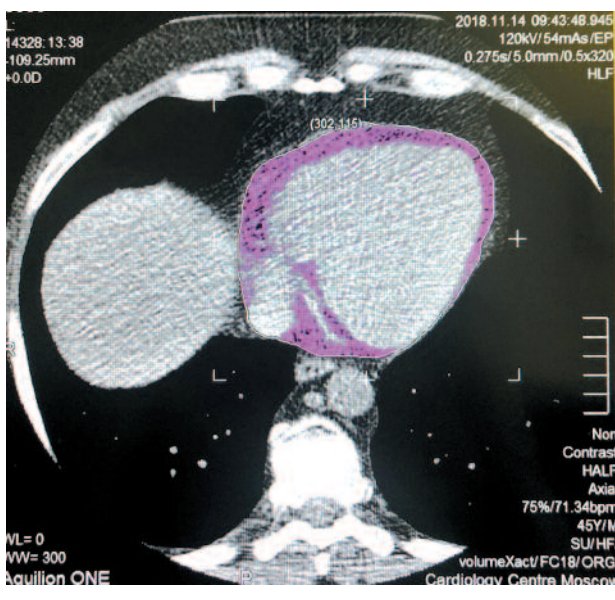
Объем ЭКЖ в одном срезе толщиной 5 мм по данным МСКТ.
